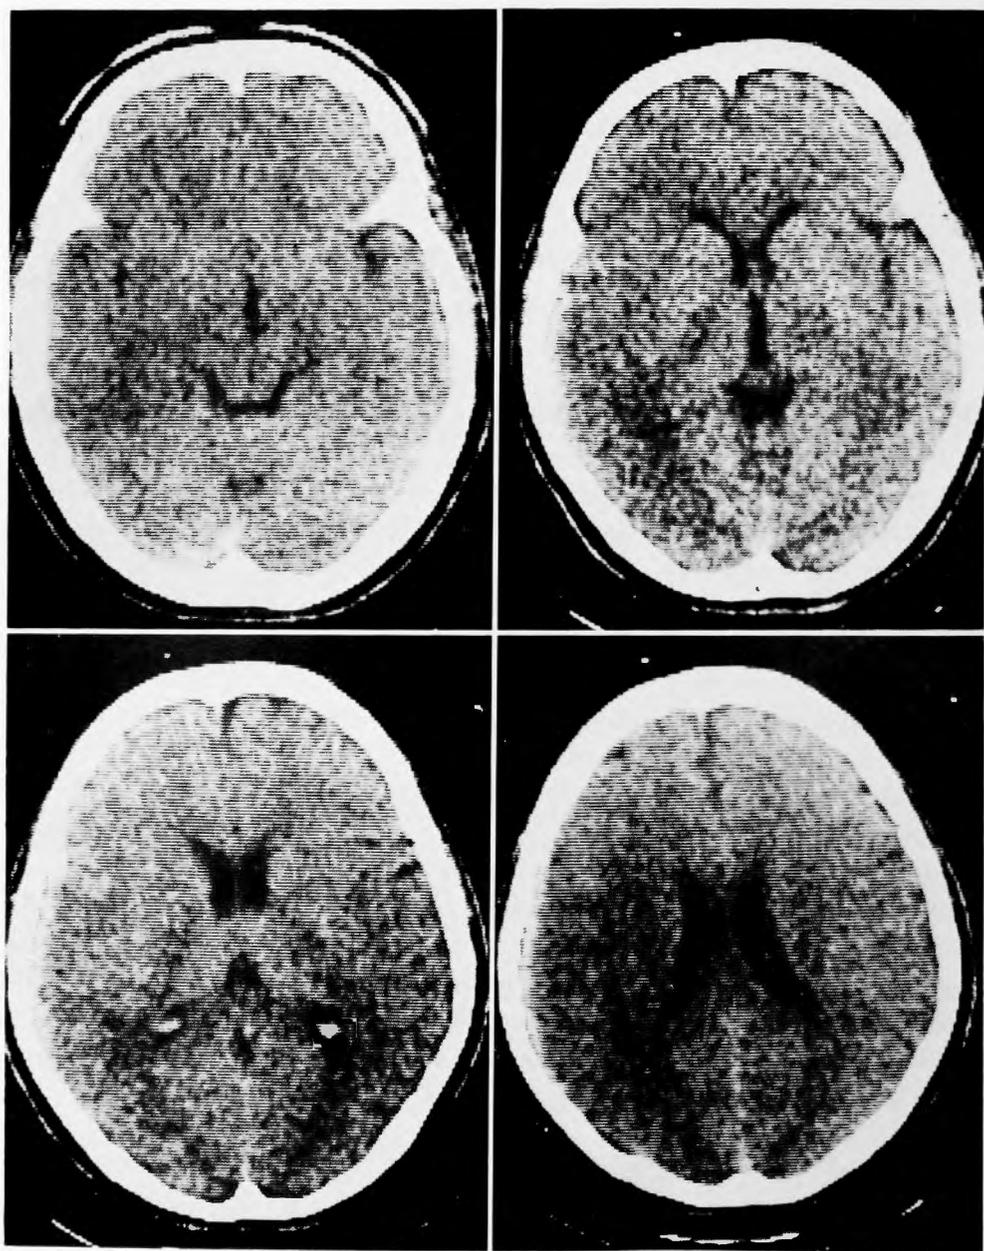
non contrast CT scan (4/Jan-84)
